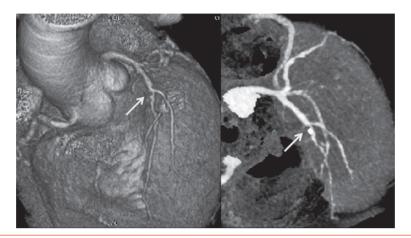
Coroscanner: Sténose de l'IVA1 proximale. Source: Imagerie cordiaque: scanner et IRM, D. Vignaux, Masson, 2005.
